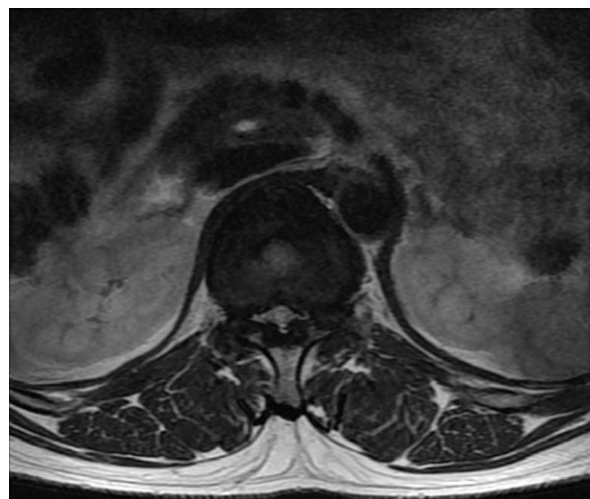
L-SPINE T2 MRI T12 level axial view.
